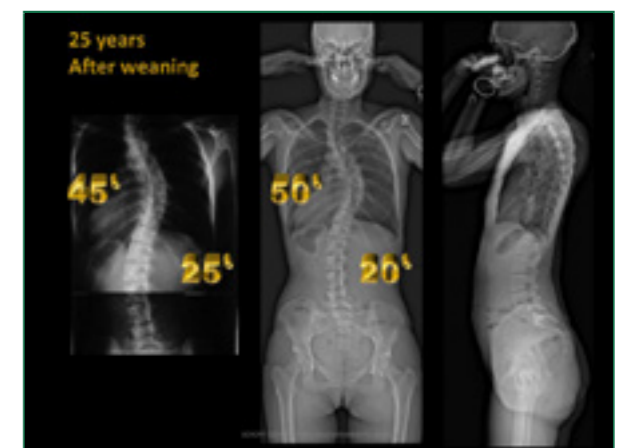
Radiografie 25 anni dopo l'ablazione
